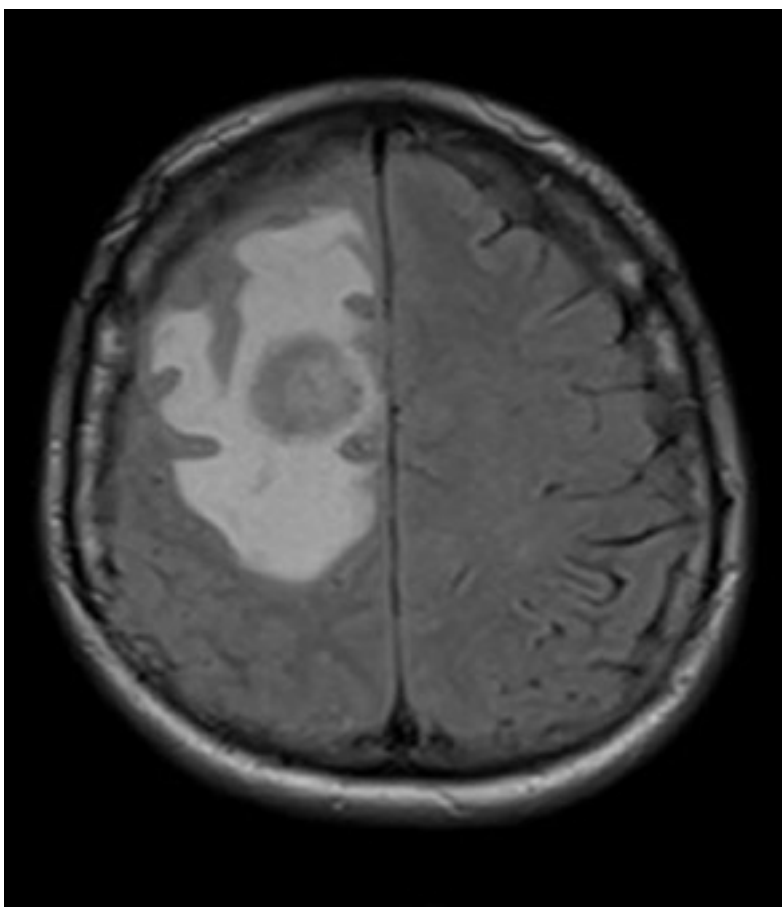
T2 resonancia magnética nuclear cerebral corte transversal
